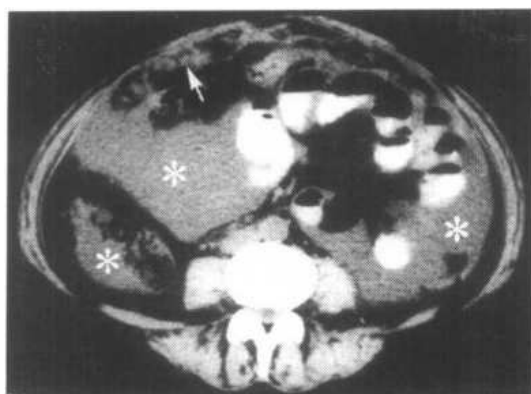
子宫恶性混合瘤术后半年，网膜饼块状转移 CT 扫描，前腹壁后方可见大网膜呈饼块状，(↑) 密度不均，大量腹水 (*)
